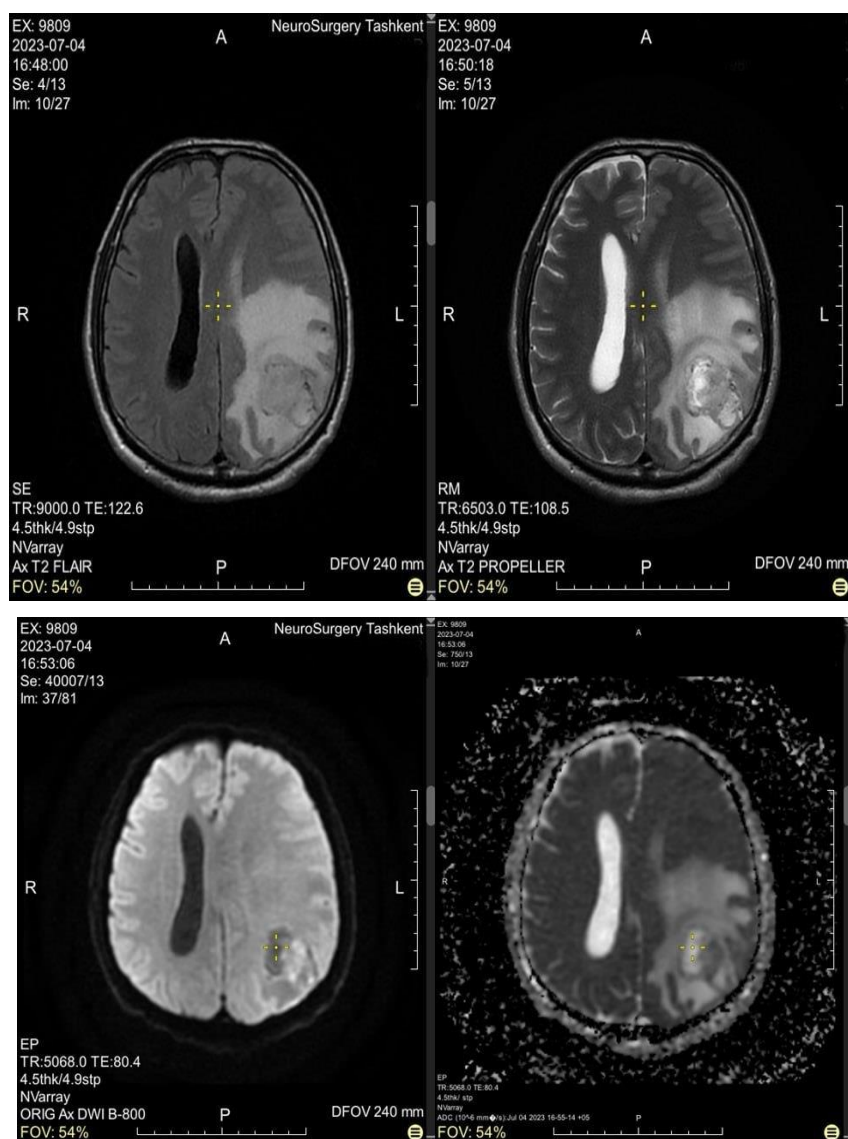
В левой теменной области визуализируется неправильной формы объемное образование размерами 3.2x2.9x3.5 см, с четкими неровными контурами, неомогенной кистозно-солидной структуры, со смешанными сигнальными характеристиками, зонами рестрикции диффузии, обширной зоной перифокального отека. После в/в введения 12.0 мл препарата Магнилек (469 мг гадопентетата димеглумин) отмечается интенсивное контрастное усиление по периферии вышеописанного образования.
